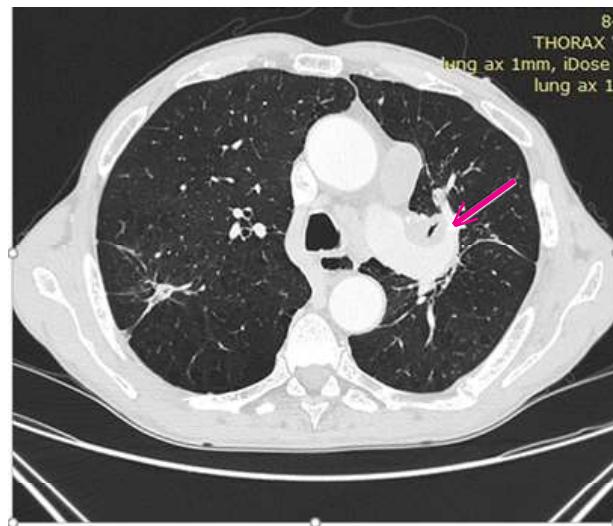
Предоперационное планирование на основании КТ органов грудной клетки при вовлечении легочной артерии в патологический процесс, стрелка – контакт опухоли с стенкой легочной артерии
